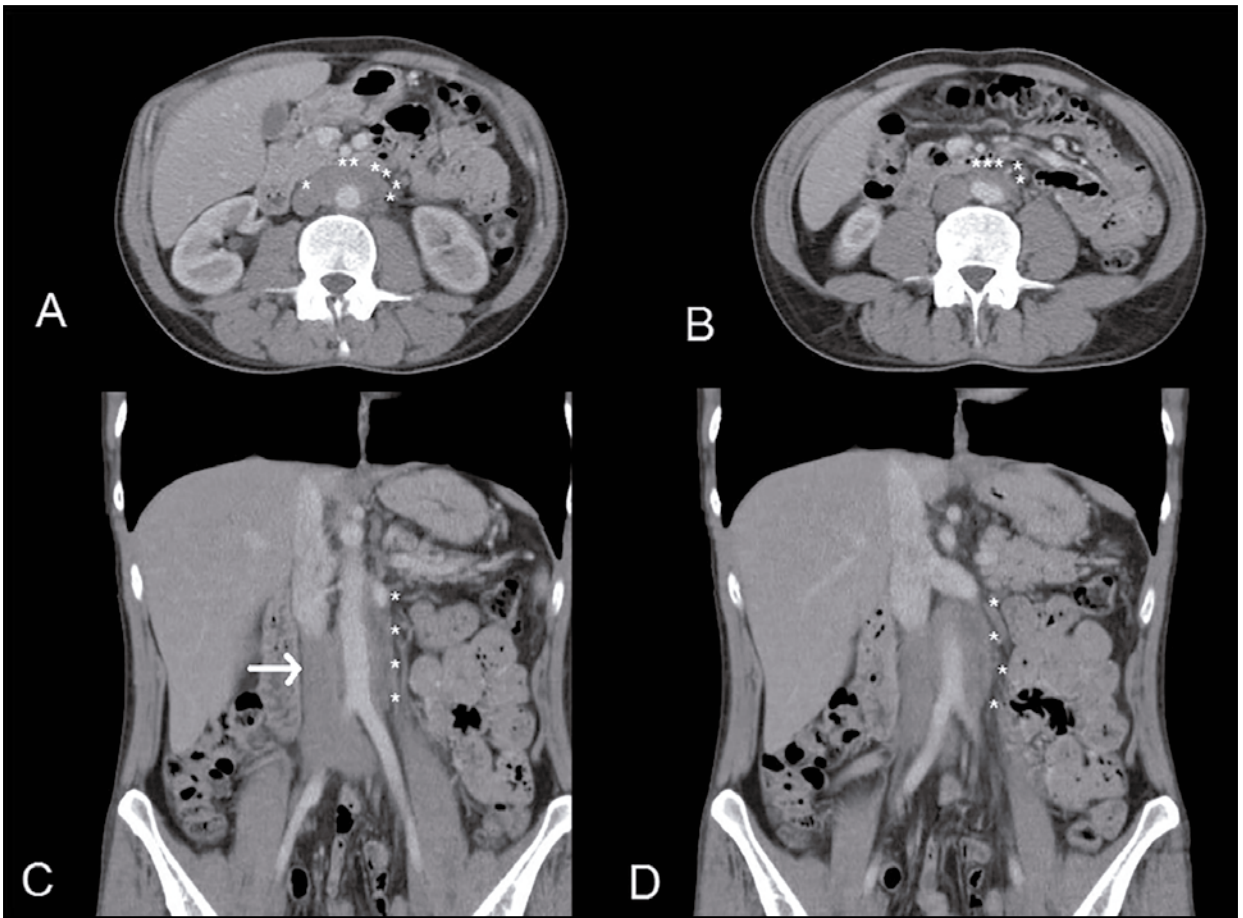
TC con contraste EV, A y B: plano axial; C y D: plano coronal. Se visualiza la aorta abdominal contrastada por el yodo EV, rodeada por tejido sólido (*). Flecha blanca: vena cava inferior.
